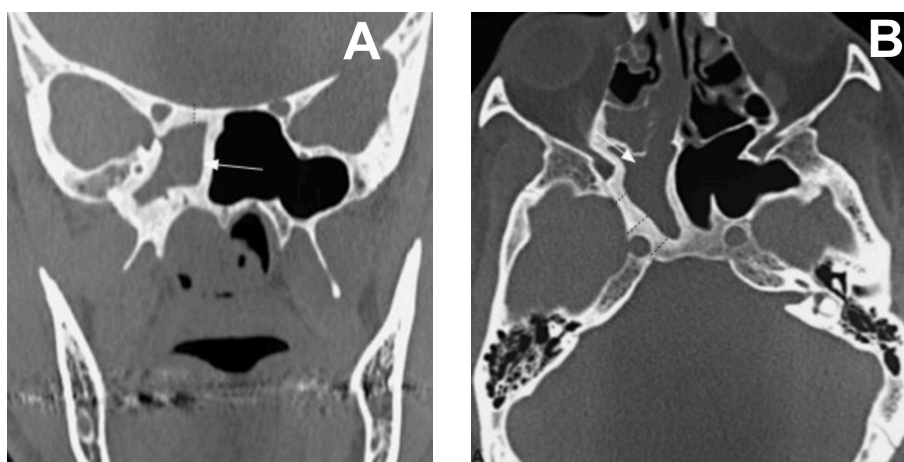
Rinossinusite aguda à tomografia computadorizada
